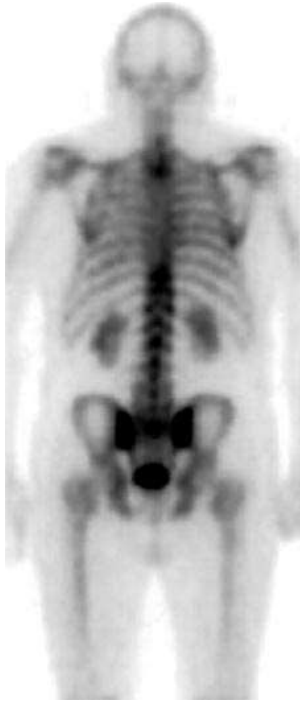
Задня цілотілова сцинтиграма, отримана приблизно через рік після медіастинальної променевої терапії, показує чітко окреслену область рівномірно зниженого накопичення радіоізоотопів у верхньому грудному хребті, що свідчить про зону впливу радіації.
